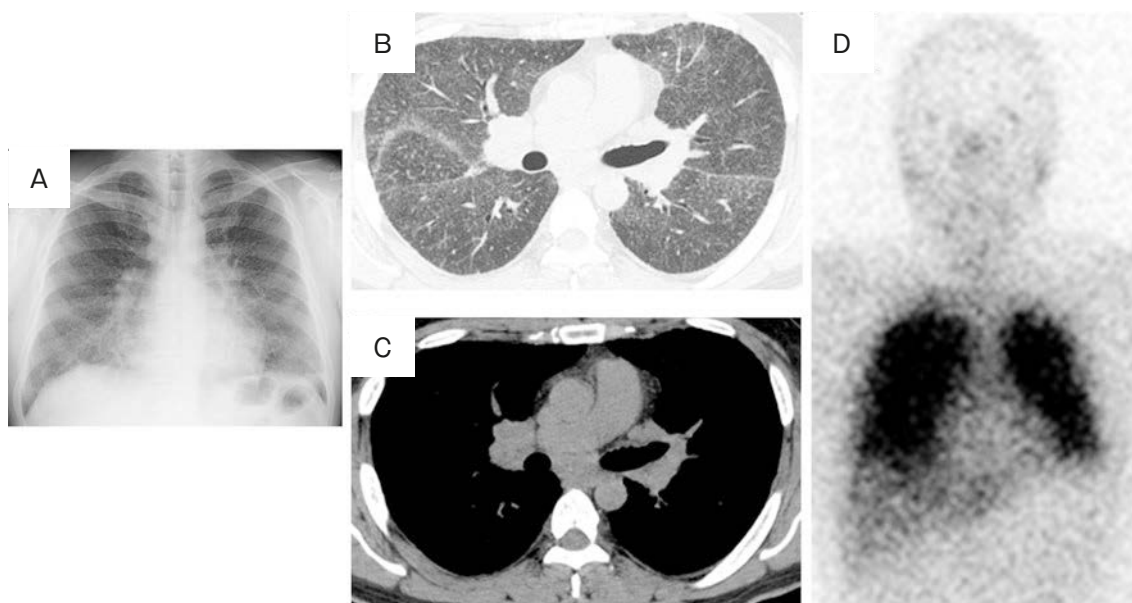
Imaging findings. (A) Chest radiograph shows bilateral hilar lymphadenopathy and multiple small granular opacities. (B, C) Chest computed tomography (CT) shows bilateral hilar and mediastinal lymphadenopathy, multiple small granular opacities and areas of ground-glass opacity. (D) Gallium-67 scintigraphy shows intense uptake in the whole lung. There is no abnormal gallium uptake in the heart, and a 'negative heart' sign is produced.
